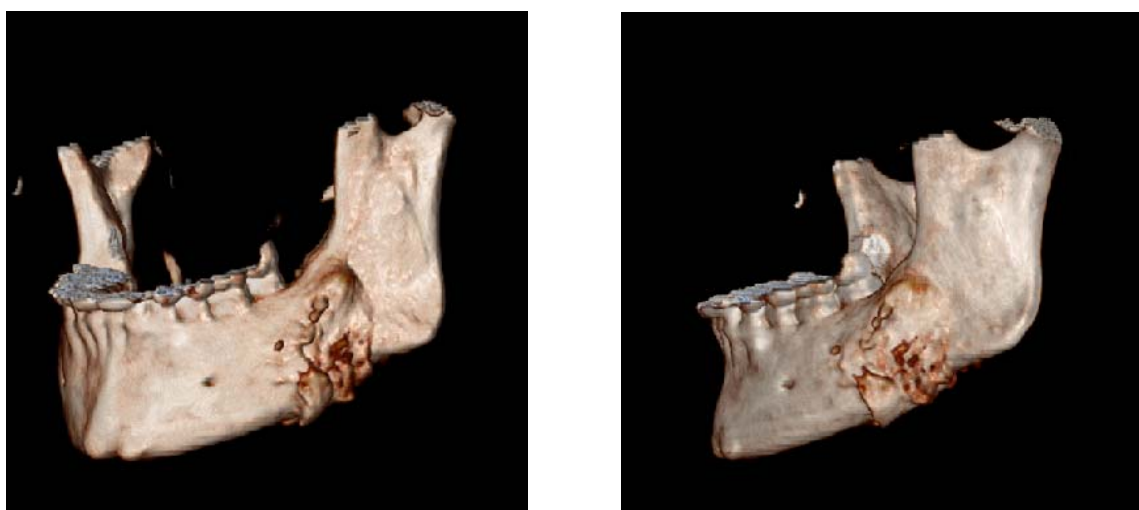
A y B. Tomografía axial computarizada con reconstrucción en 3D mostrando una erosión en la mandíbula izquierda.
